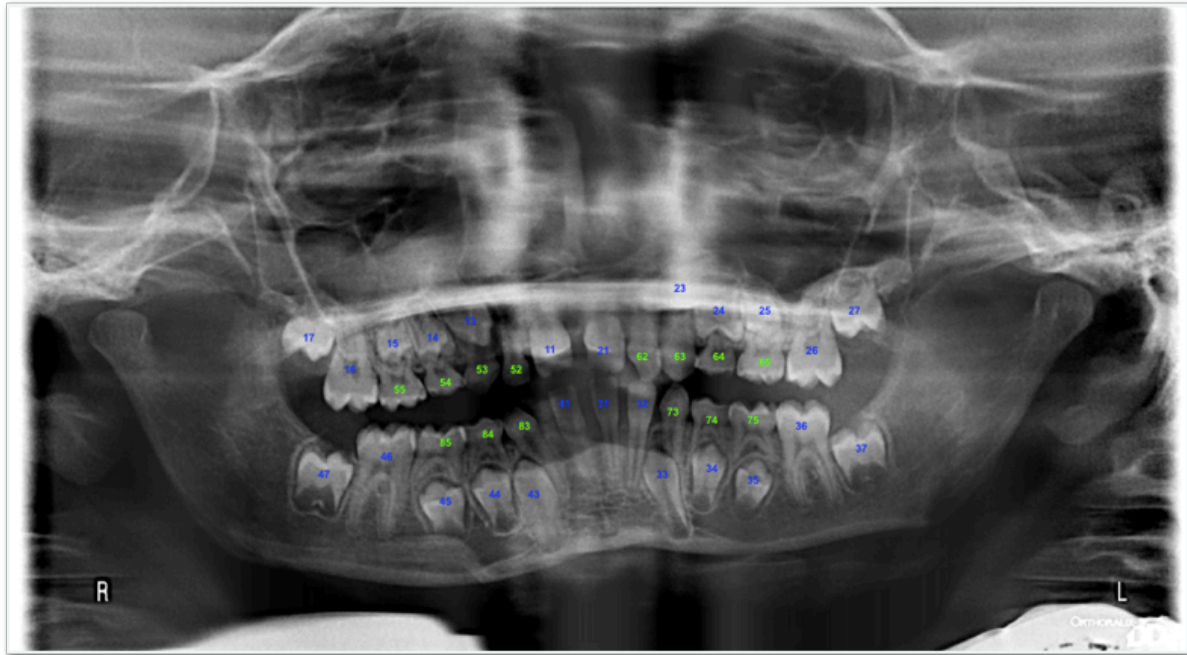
Ortopantomografía Caso 2. Noviembre 2016.
